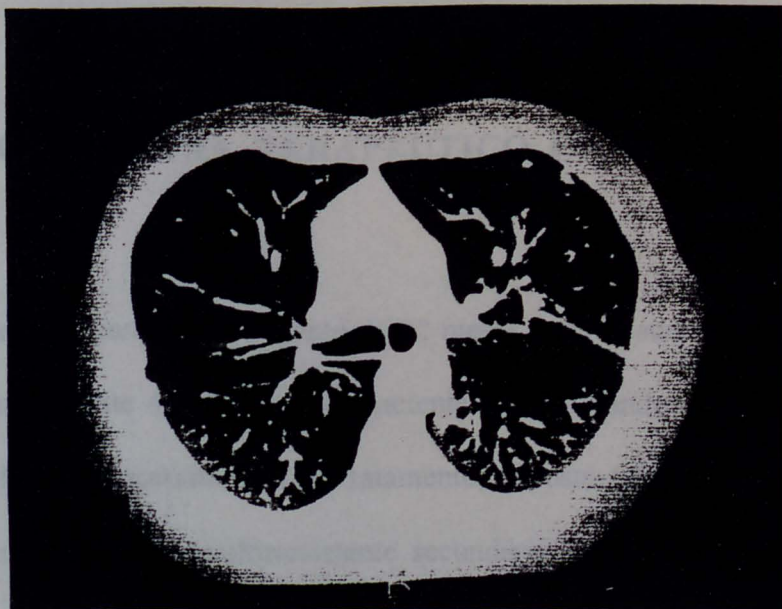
Tomografias computadorizadas do tórax do início e do término do tratamento OATH. Verifique-se a notável regressão das lesões consolidativas e nodulares. (caso n° 29)
